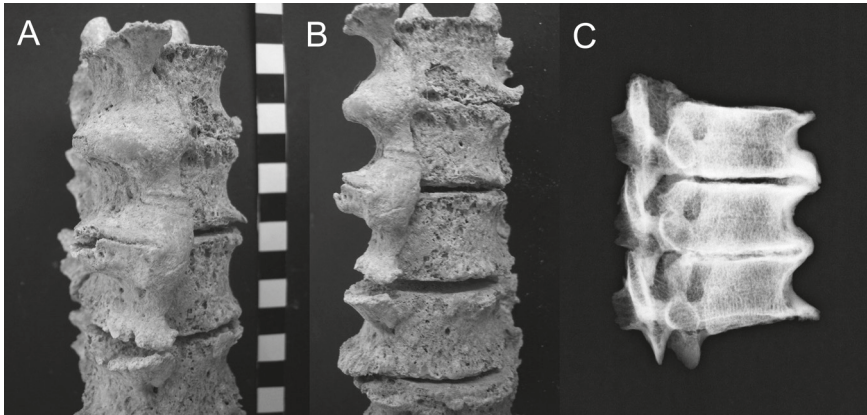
Fusione delle vertebre toraciche T7-T8-T9 in un individuo affetto da DISH, sul lato destro (A) e ventralmente (B); radiografia latero-laterale del tratto toracico (C).
